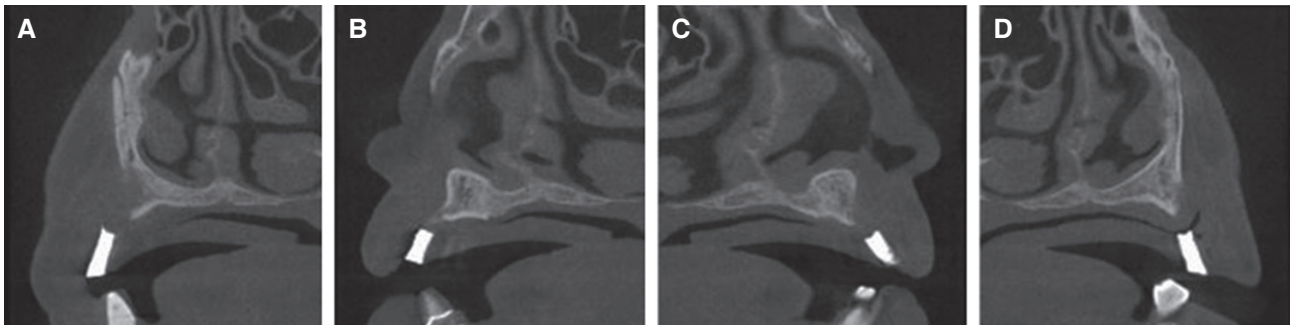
Cone beam computed tomography (CBCT) views with radiographic stent before guided bone regeneration. (A) Area #14, (B) #12, (C) #22, (D) #24. Width and height of alveolar bone of #14, 12, 22 and 24 were insufficient. It was seen that the buccal side of the alveolar bone in area #14 was absorbed severely.
